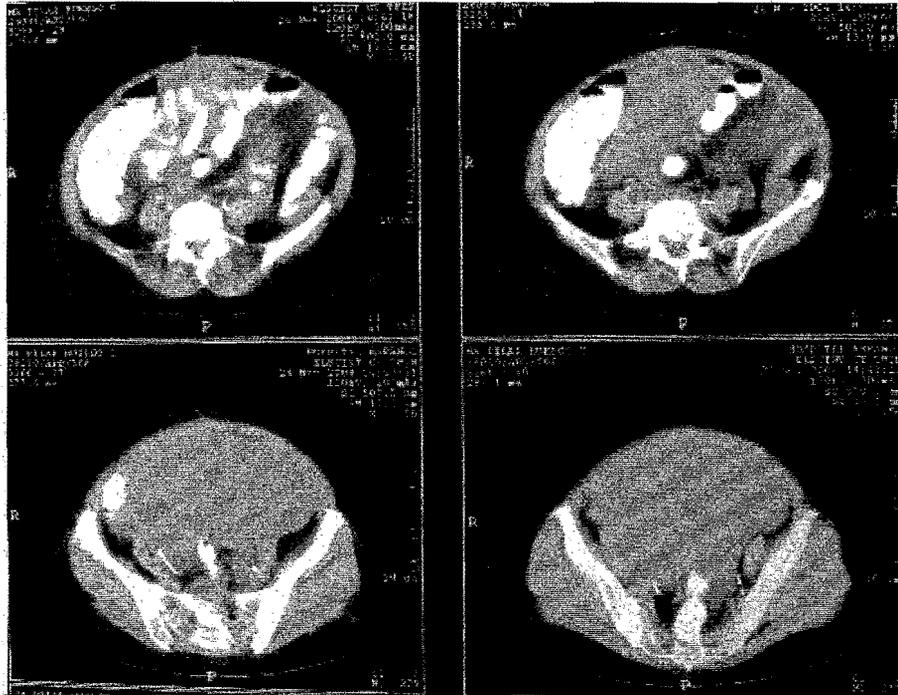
TAC medio de contraste oral e intravenoso. Presencia de masa quística, septada.
